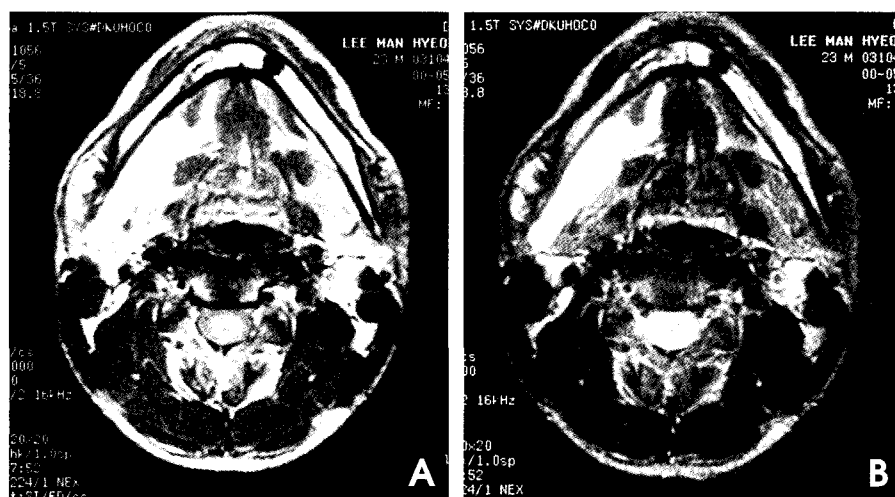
A. Axial proton-density MR image shows well-defined mass of high signal intensity. B. Axial T2W MR image shows well-defined mass of high signal intensity.
